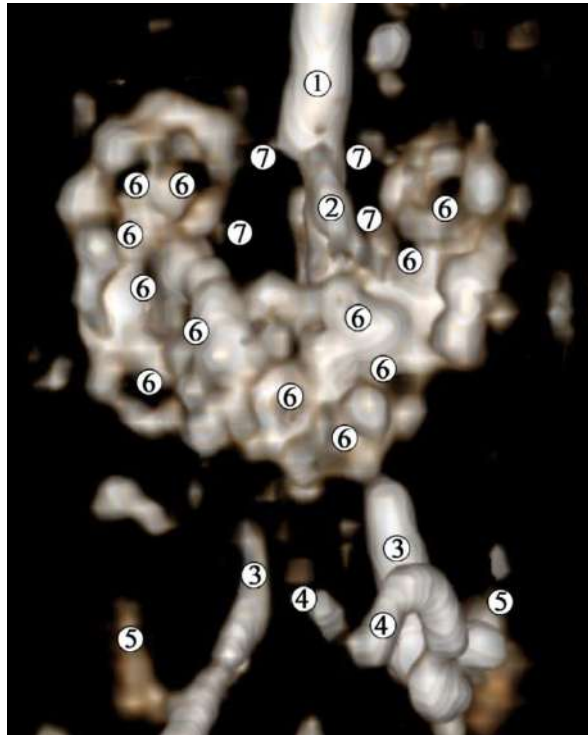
Комп'ютерна томограма 5-місячного плода людини 166,0 мм ТКД. Ін'єкція артеріальної системи сумішшю із свинцевим суриком. Передня проекція. Зб. х3:
